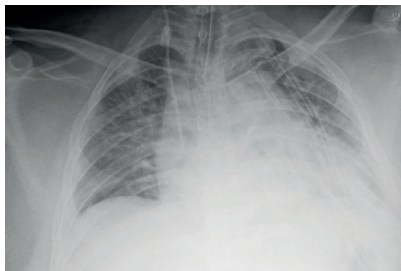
Radiografía estándar de tórax que evidencia ensanchamiento del mediastino, borramiento de senos costodiafragmáticos.
